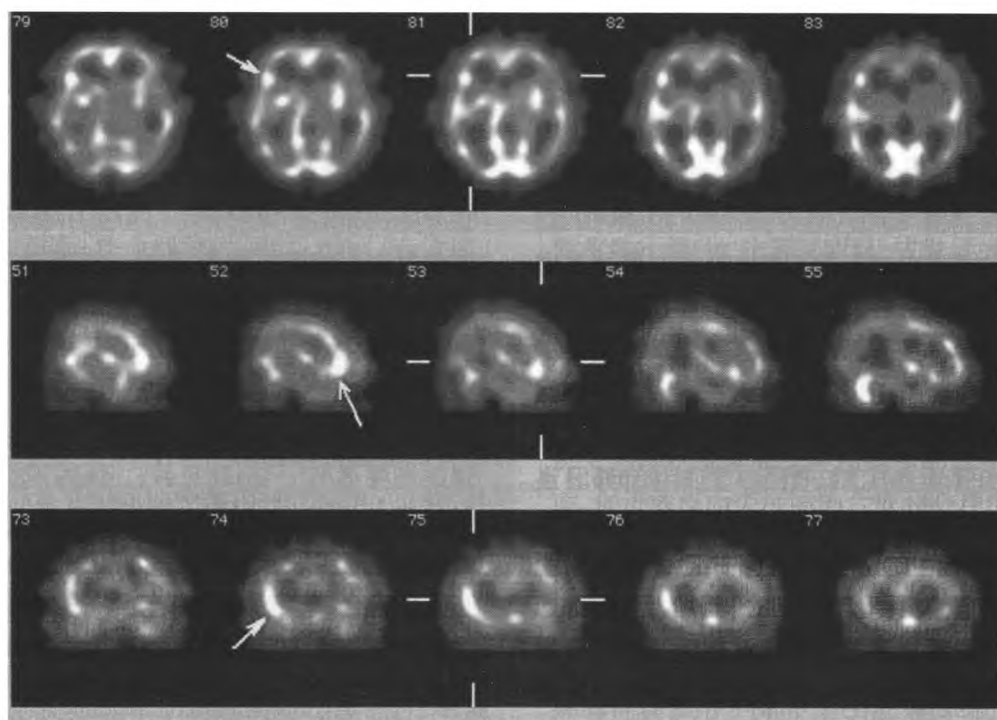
复杂部分性发作癫痫患者脑血流灌注显像。患者男性, 19 岁, 发作类型为复杂部分性发作, 2 次/年, 口服可乐定1 h 后视频脑电图表现为右侧额叶高幅的棘慢综合波爆发, 此图像为出现上述异常波8 s 时注入显像剂所获脑血流灌注显像, 箭头所示为右侧额叶血流灌注增高。Ra=0.75<0.9。此患者 MRI 检查为阴性。
